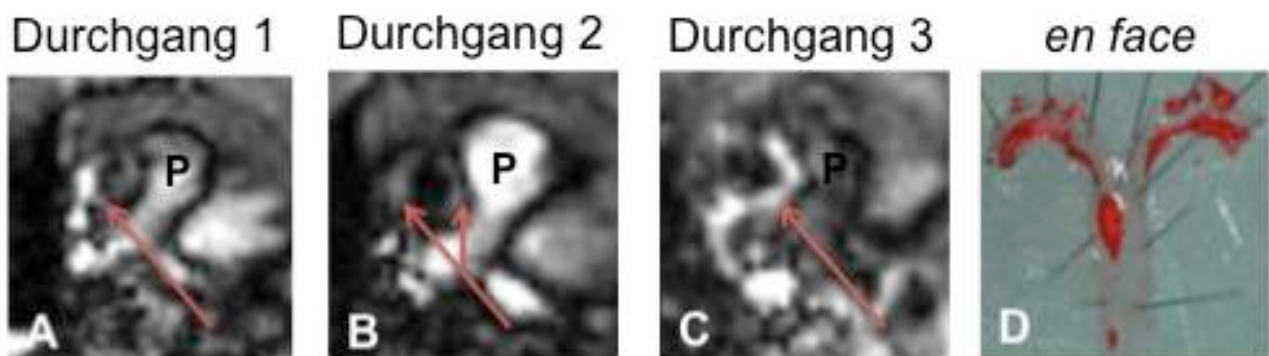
Plaqueprogression der Therapiegruppe in der MRT
